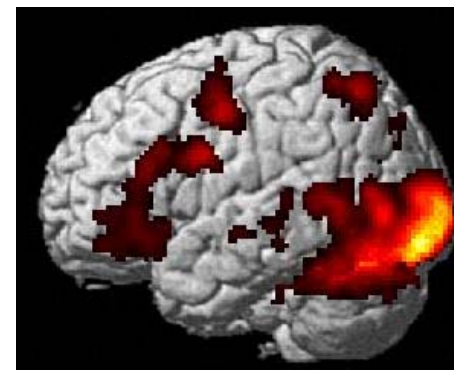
Etude des zones fonctionnelles du cerveau en IRM fonctionnelle.
